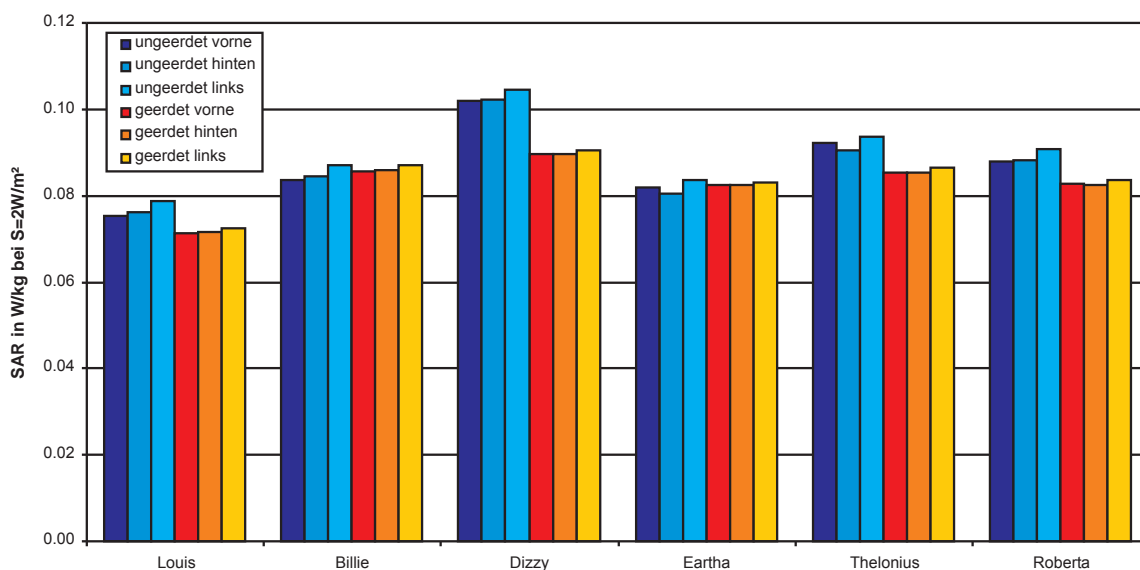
Über den ganzen Körper gemittelte SAR der anatomischen Modelle bei Befeldung mit einer ebenen Welle bei Resonanzfrequenz mit einer Leistungsdichte von  $S = 2 \text{ W/m}^2$  (Vektor des E-Feldes parallel zur Körperachse) bei geerdeten und ungeerdeten Bedingungen (num. Unsicherheit:  $1,2 \text{ dB}$  ungeerdet (Tabelle 14) und  $1,3 \text{ dB}$  geerdet (Tabelle 15))
